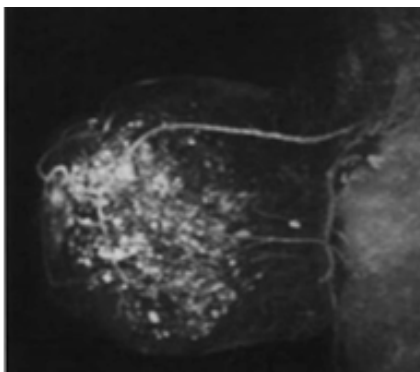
Grado: Marcado realce parenquimatoso de fondo. RM de sustracción en proyección de máxima intensidad. Imagen ponderada en T1 con contraste y supresión grasa.
